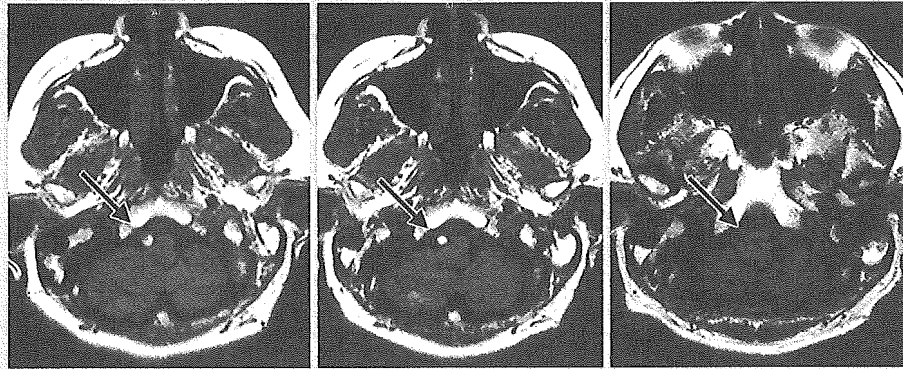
Intimal flap and double lumen(MRI T2強調画像, 59歳男性, 頭痛例)
